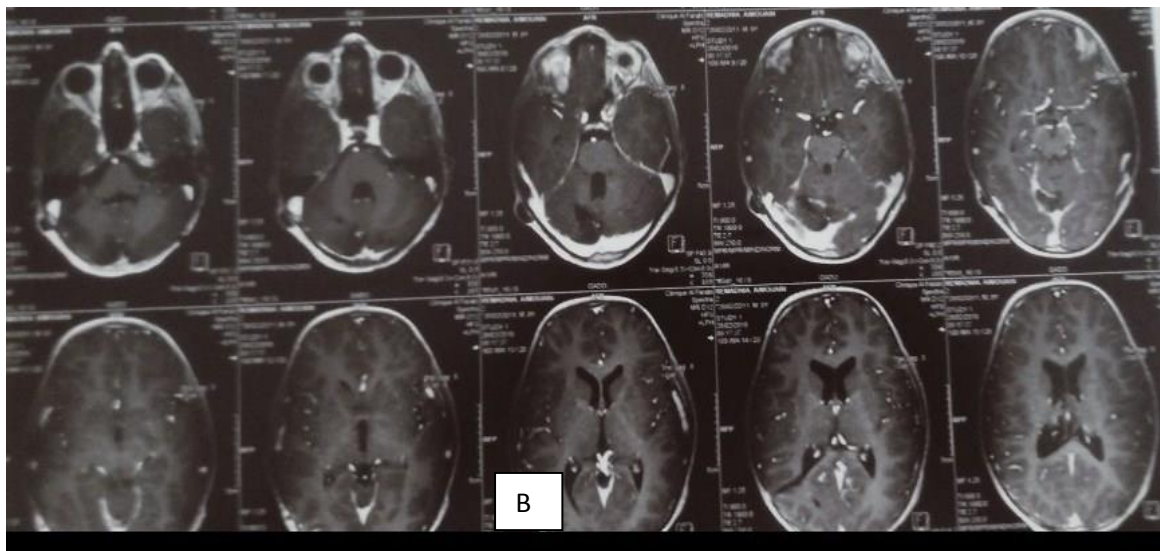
B): IRM cérébrale coupe axiale post opératoire en T1 avec Gado , résection totale du médulloblastome.
